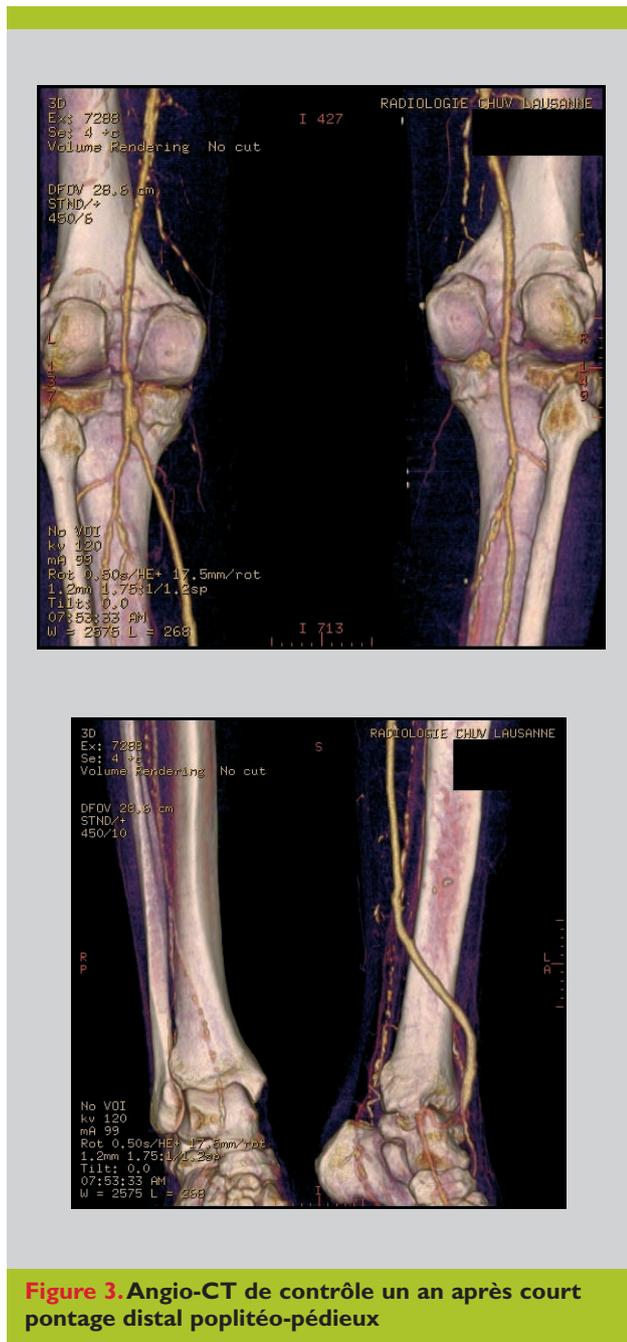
Angio-CT de contrôle un an après court pontage distal poplitéo-pédiéux
